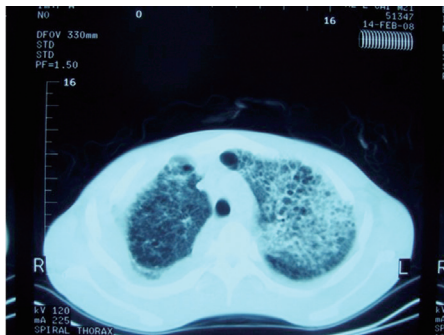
胸部CT示双肺弥漫性网状结节影，左上肺空泡样改变
